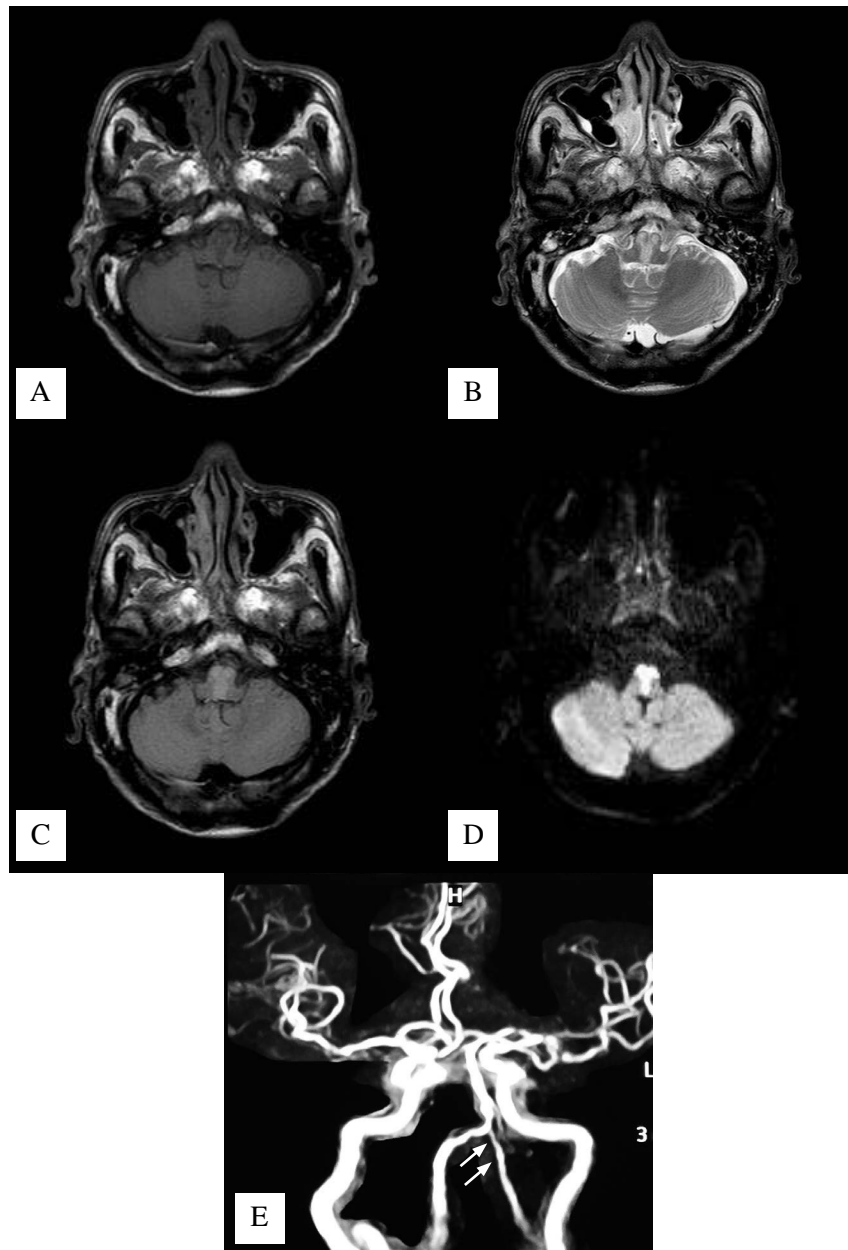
Magnetic resonance imaging of the brain showed “heart-shaped” hypointensity on T1-weighted image(A), hypersignal intensity on T2-weighted image(B), fluid-attenuated inversion recovery(C), restricted diffusion on diffusion-weighted image at medial part of medulla extending to the lower pons suggestive of acute infarction(D) and contrast-enhanced magnetic resonance angiography of brain showed irregular narrowing of the left vertebral artery(arrow) than the right side and atherosclerotic change of both middle cerebral arteries, both posterior cerebral arteries and basilar artery(E).
